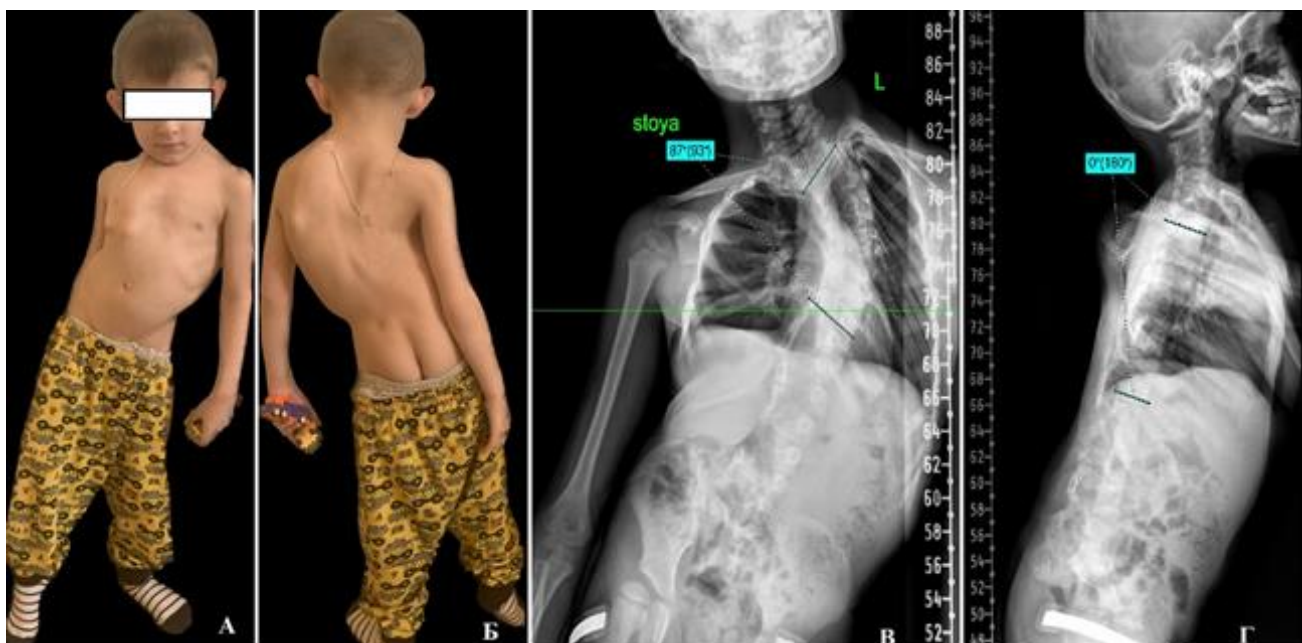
Пациент Ф. 5 лет. Диагноз: врожденный сколиоз при одностороннем боковом несегментированном стержне и синостозе ребер. При клиническом осмотре отмечается асимметрия треугольников талии, наклон таза в сторону противоположную несегментированному стержню (влево) – А,Б; на прямой цифровой панорамной рентгенограмме позвоночника определяется правосторонний несегментированный стержень Th1-Th9, сращение задне-боковых отрезков 1-10 ребер справа, наклон таза влево на 30 градусов – В; на цифровой рентгенограмме в боковой проекции в положении стоя определяется уплощение грудного кифоза, лордозирование грудно-поясничного перехода и выпрямление поясничного лордоза - Г
